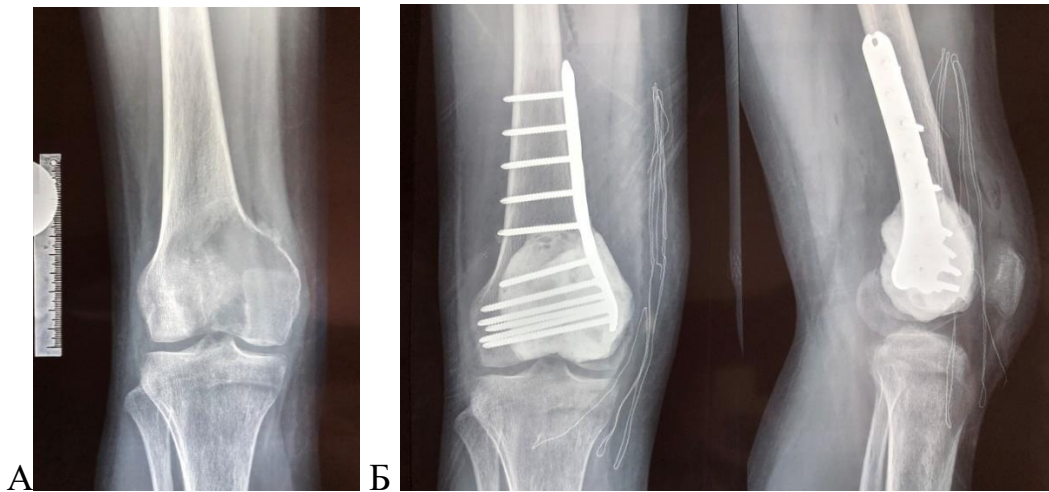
Рентгенограммы пациентки 29 лет: А – до операции, выявлена ГКО дистального отдела бедренной кости; Б – выполнена внутритриочаговая резекция с последующей пластикой костным цементом и армирующий остеосинтез наkostной блокируемой пластиной
